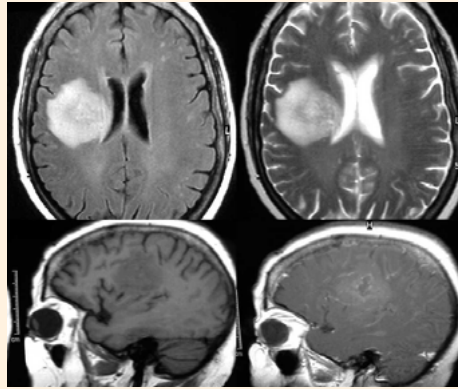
Resonancia Magnética de cráneo se observa una lesión hiperintensa periventricular en hemisferio derecho compatible con absceso cerebral
